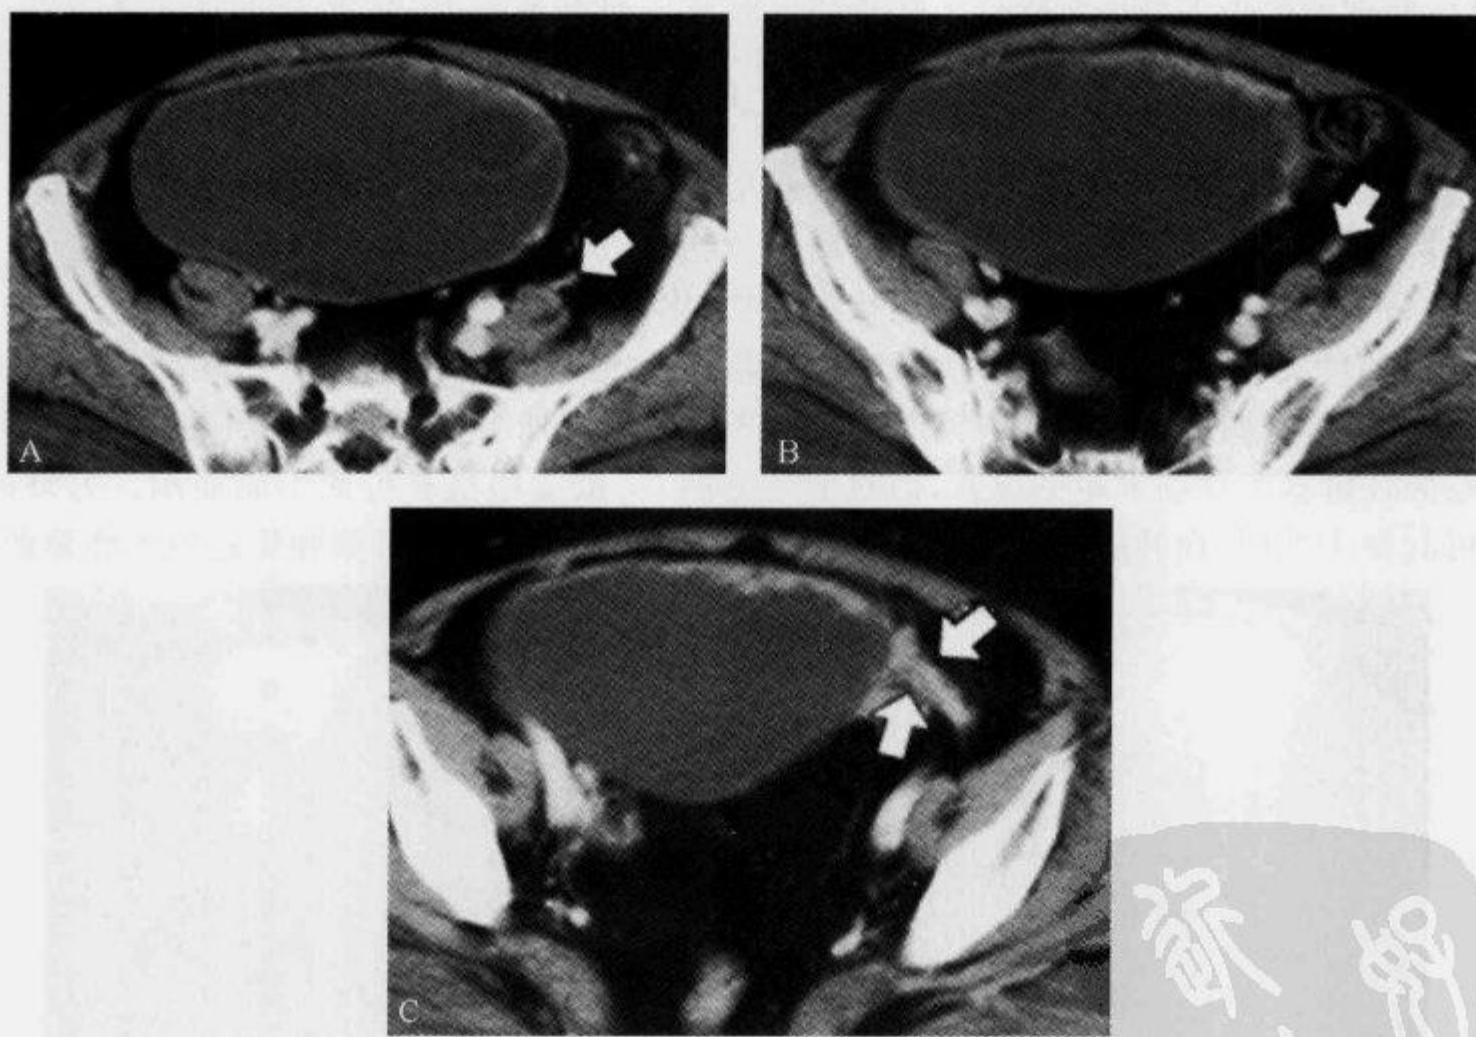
盆腔 CT 增强扫描示“卵巢血管蒂征”
